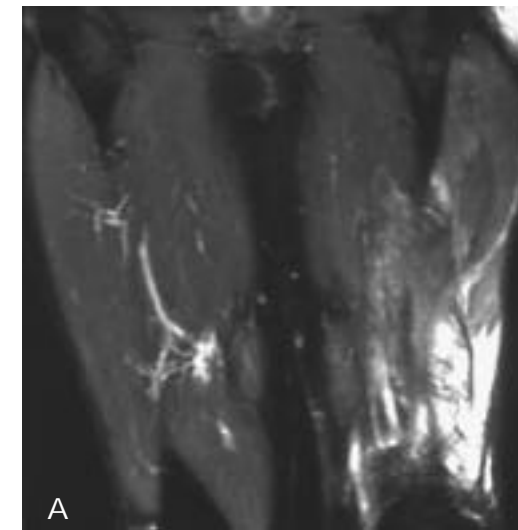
a) Tomografía coronal en secuencia STIR. Extensa afectación de la musculatura cuadriceps del muslo derecho en paciente afecto de necrosis muscular. b) Cortes axiales en secuencias T2 donde se observa la afectación masiva de la musculatura cuadriceps con afectación parcial del bíceps femoral y musculatura aductora. El recto anterior se encuentra escasamente afectado.
